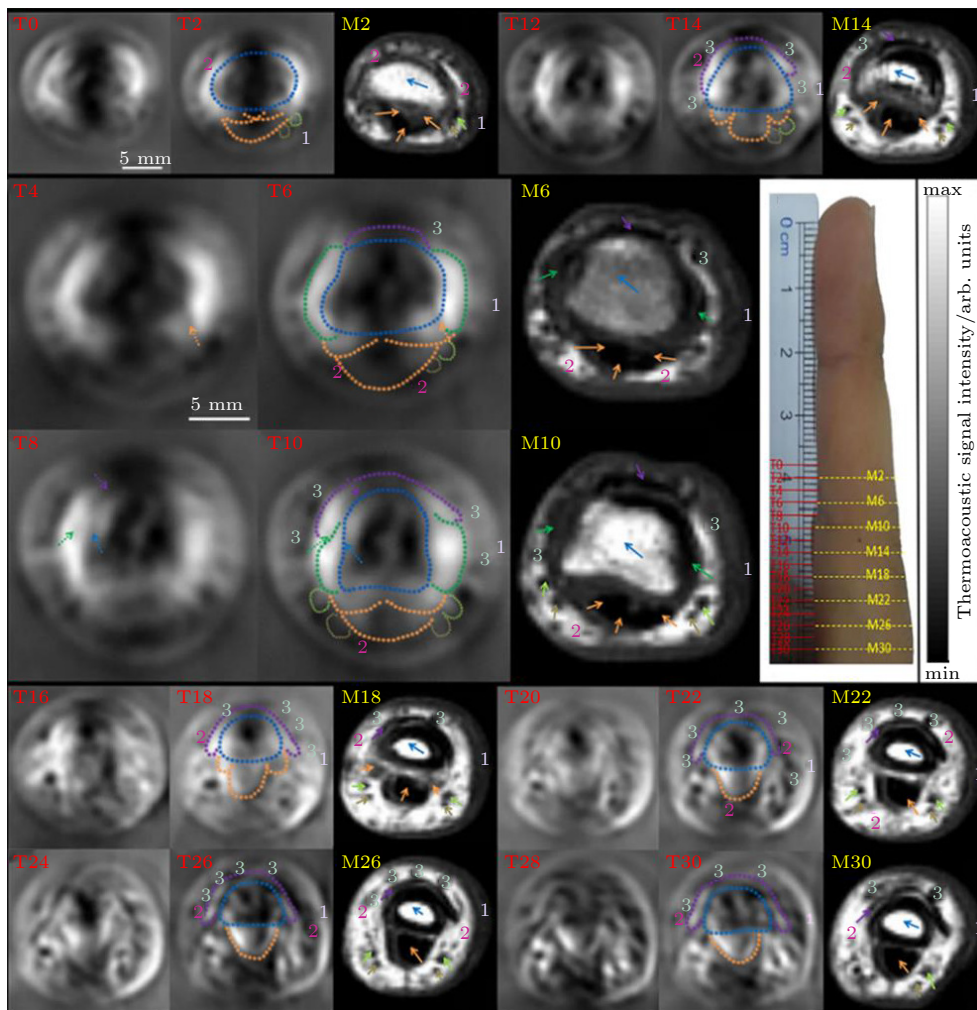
受试者中指的热声图像 (T0-T30) 和 MRI (M2-M30) 的比较 [17]
